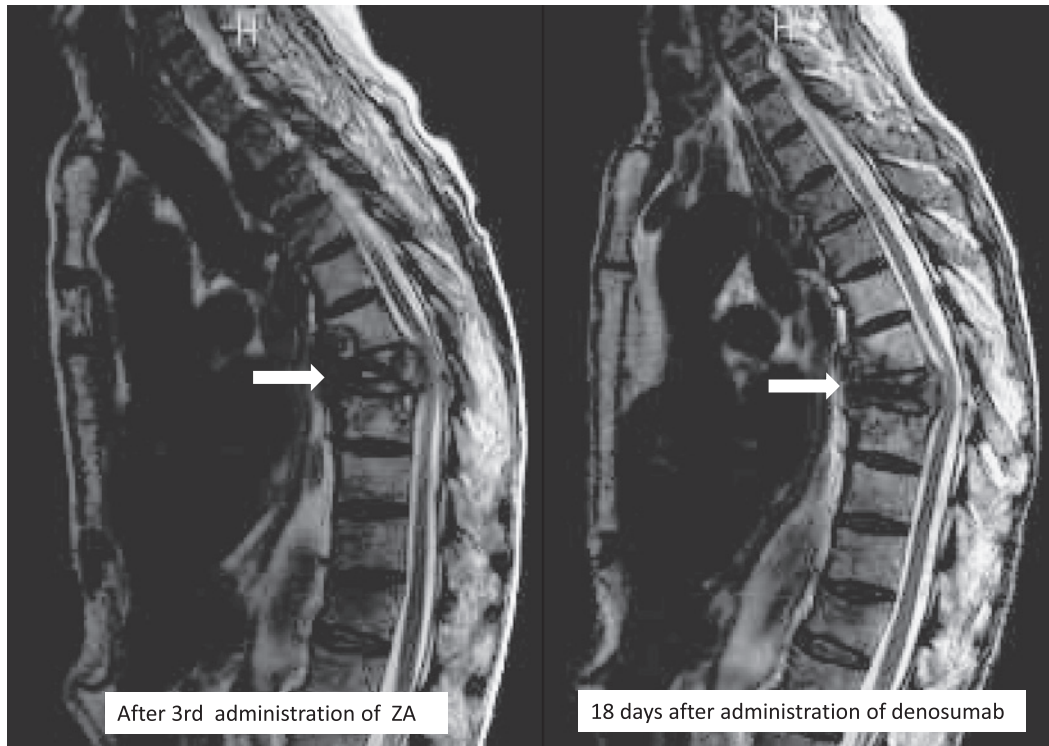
Thoracic spine MRI findings. Spinal cord compression was improved after administration of denosumab. ZA, zoledronic acid hydrate.
